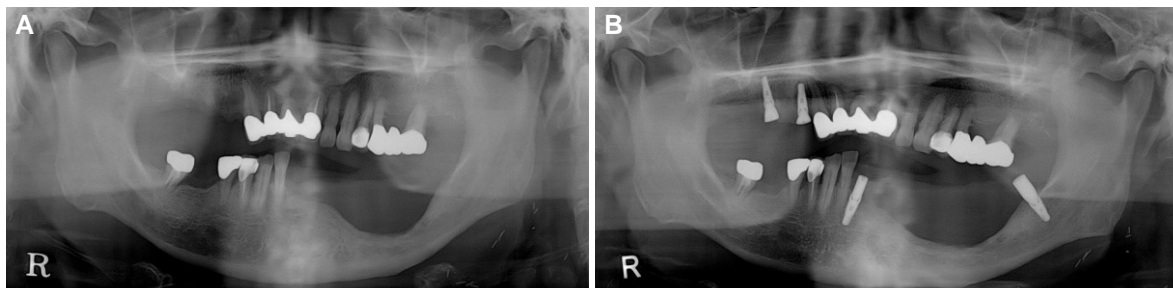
Radiograph after (A) extraction and (B) implant surgery.
